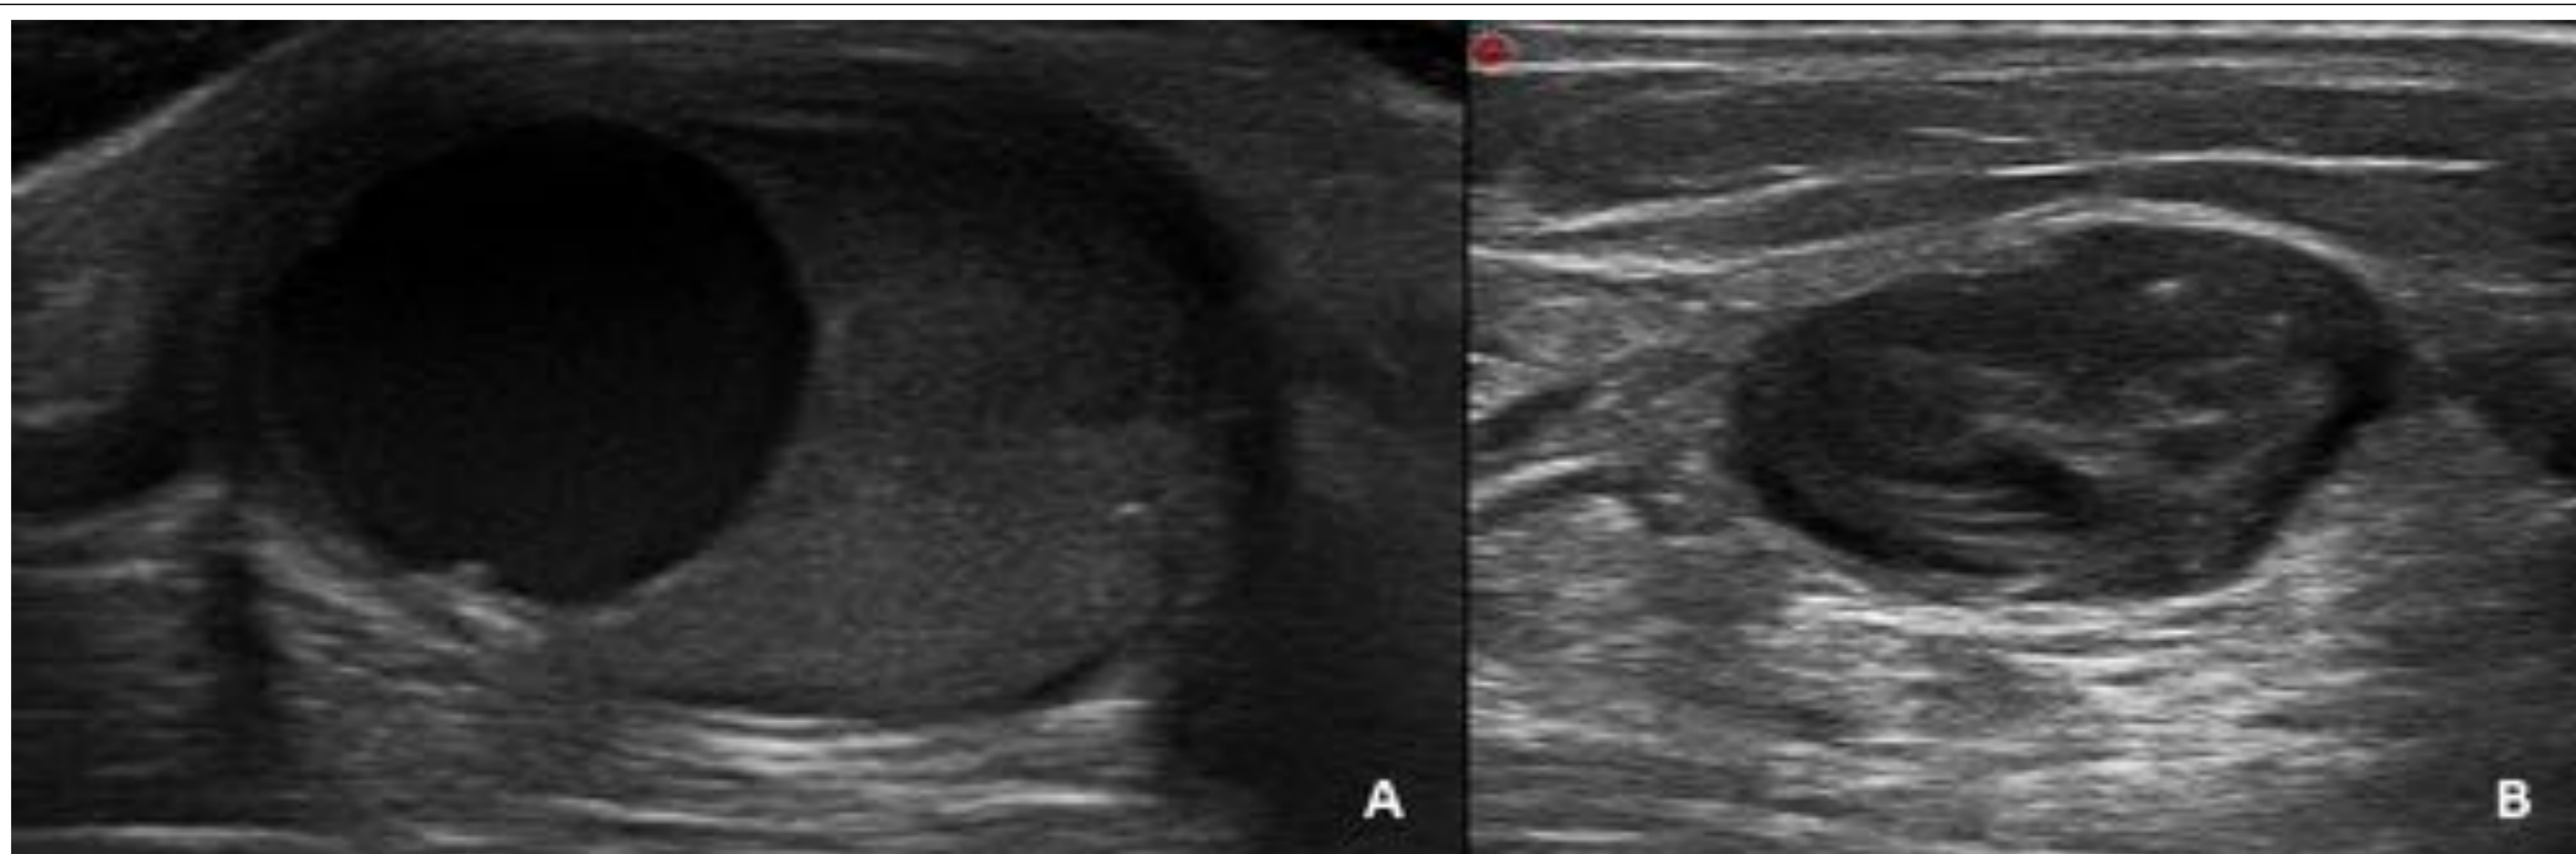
Imágenes de ecografía en modo B que nos permiten distinguir entre un PSA parcialmente trombosado (A) y un PSA totalmente trombosado (B).
